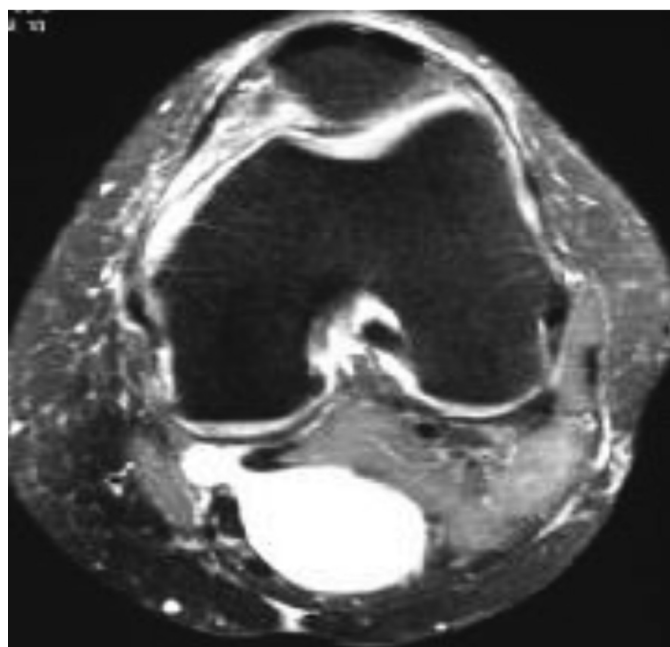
Baker's cyst. MRI, axial slice, T^2 -weighted image. Signs of arthrosis and synovitis.
